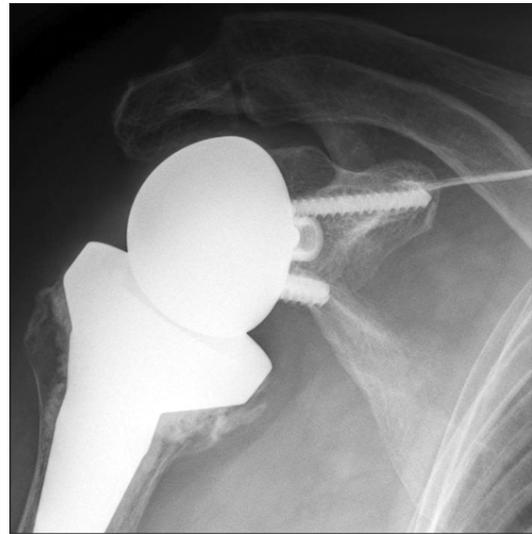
The anteroposterior radiograph taken 9 months after surgery shows bony union but acromial fragment is tilted inferiorly.
